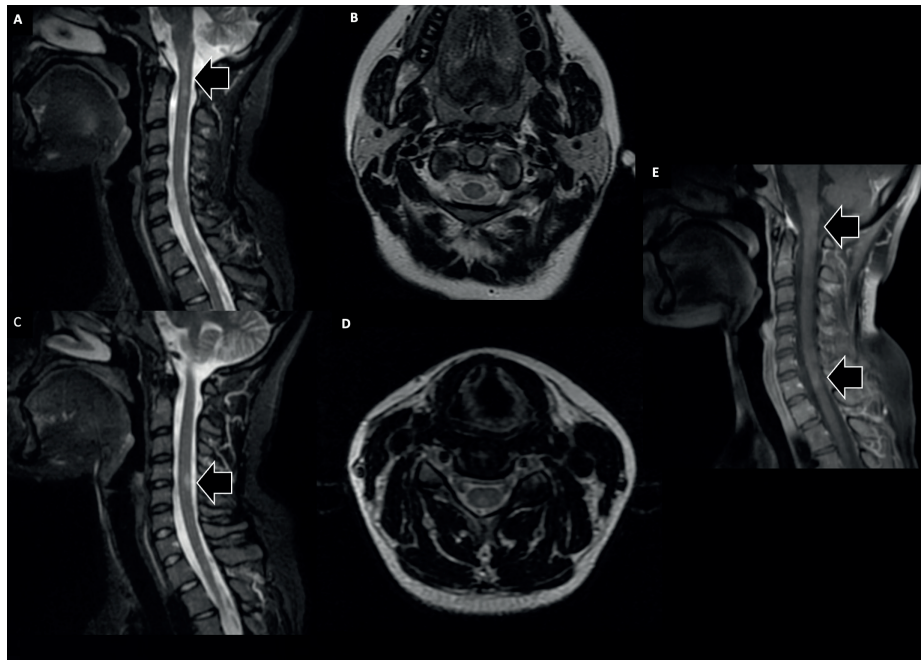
Resonancia magnética de columna cervical
